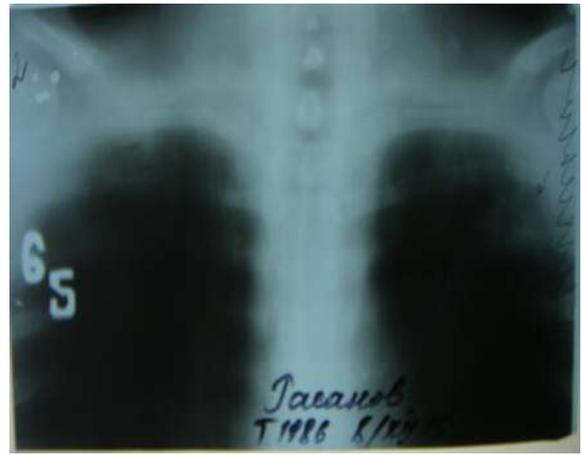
Томограмма, срез 6,5 см
